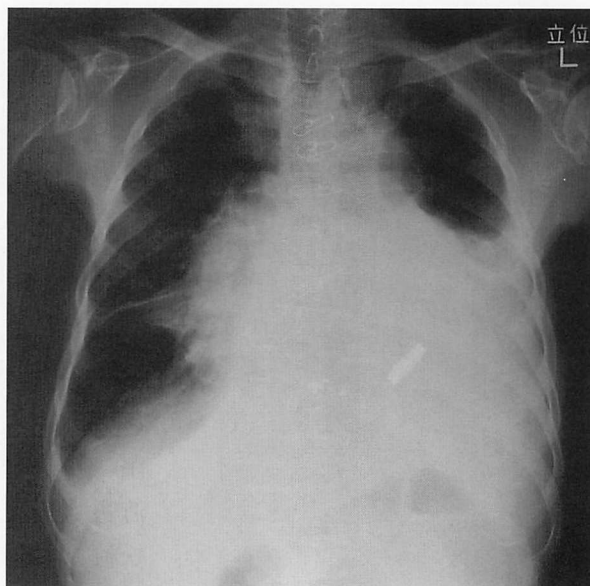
Chest radiograph showing severely dilated mediastinal shadow, marked cardiomegaly, bilateral and interlobar pleural effusion, and increased pulmonary vascular marking with blood flow redistribution
